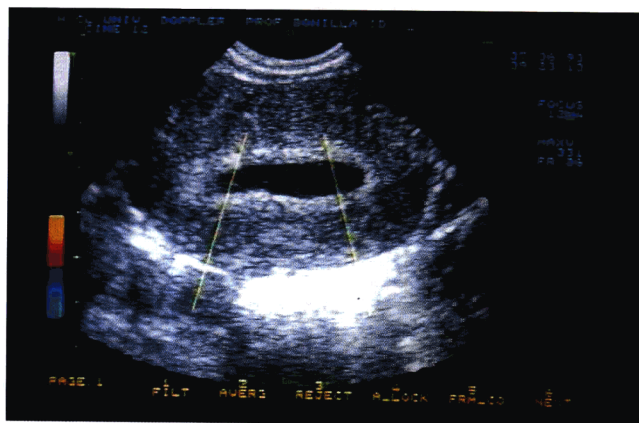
子宫积脓的超声图像。(Courtesy of Dr.F Bonilla-Musoles.)
